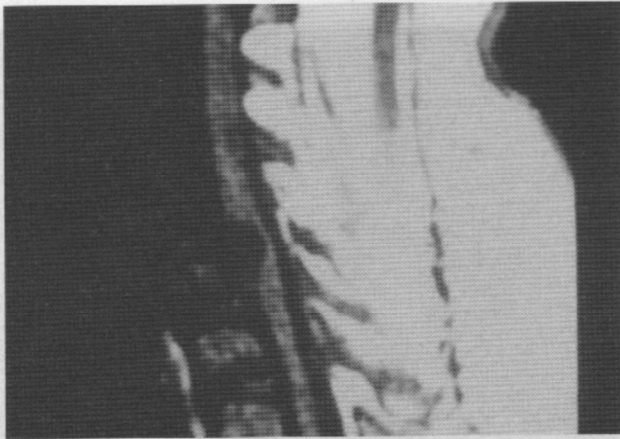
Resonancia Magnética que muestra lesión intramedular.
